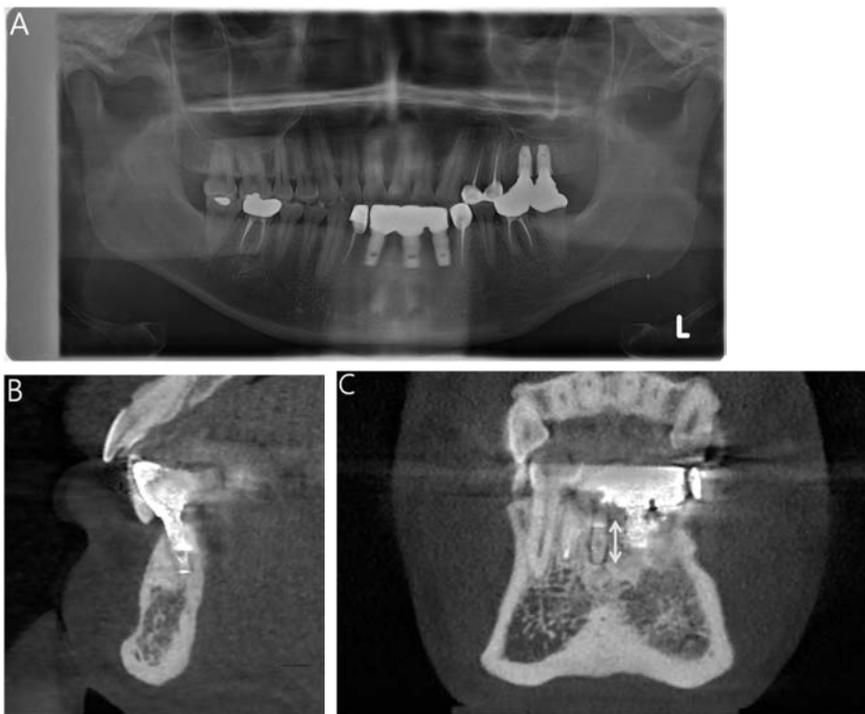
9 months follow-up after implant installation. (A) Panorama radiographic view. (B) CT sagittal cut. (C) CT coronal cut.
